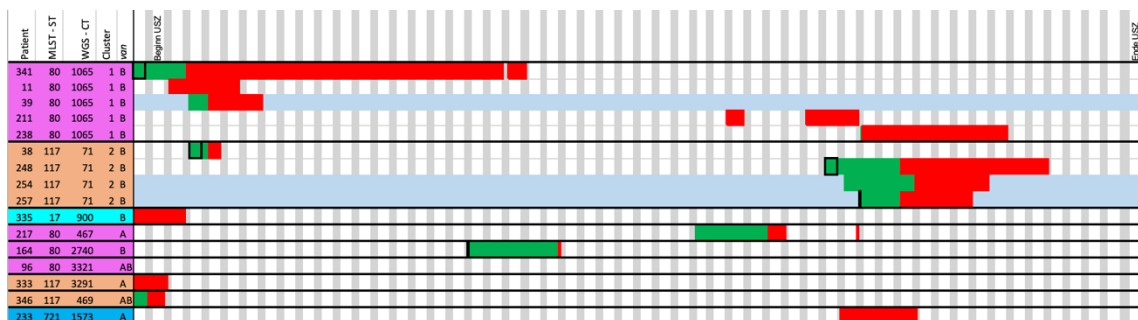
Ausschnitt der Linelist der Station 93 (n = 16). Abgebildet sind die stationären Aufenthalte der auf dieser Station erfolgten Erstnachweise im erfassten Zeitraum sowie zeitgleich stationäre bekannte VRE-Träger. Dies unter Angabe des ST, des CT, des Clusters sowie des Resistenzgens. Nachgewiesene Transmissionen sind blau eingefärbt (n = 3).
